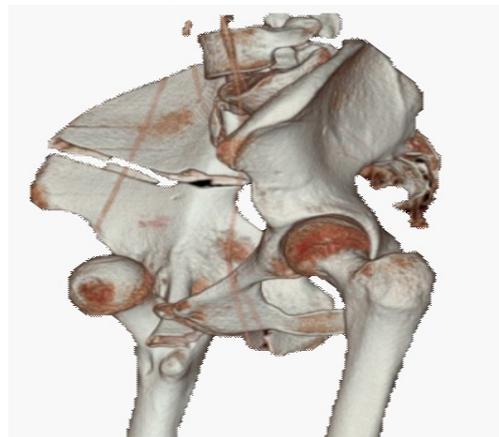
Angio-TC con reconstrucción 3D, se visualiza Stop de Arteria Femoral.
